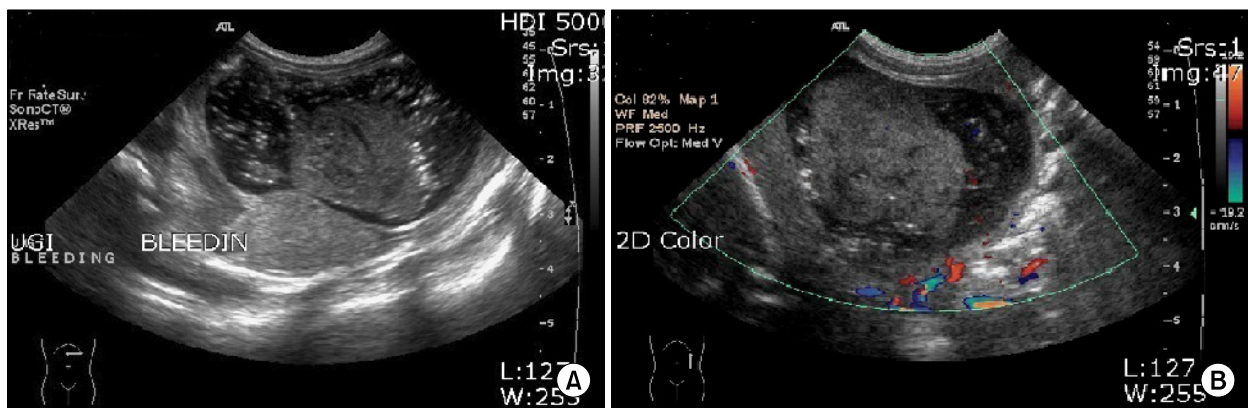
(A) Ultrasonography shows a 3.3 cm sized round soft tissue echoic lesion suggestive of hematoma in the lumen of the stomach. (B) On color ultrasonography, no color flows are seen in the soft tissue lesion.
